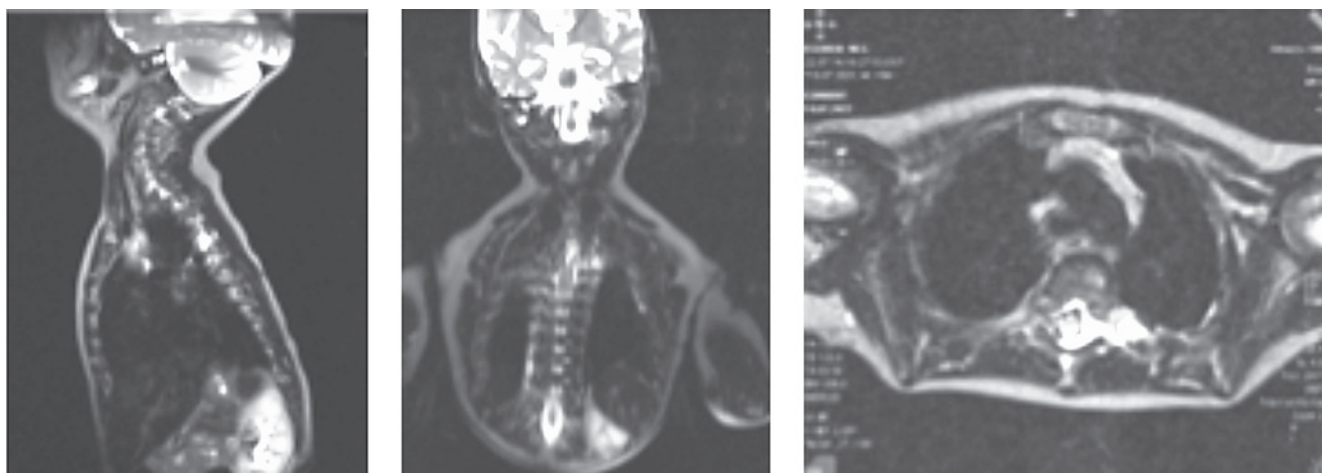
МРТ средостения: структурные изменения паравертебрально слева в области межпозвонковых отверстий размерами 6 x 5 x 7мм
